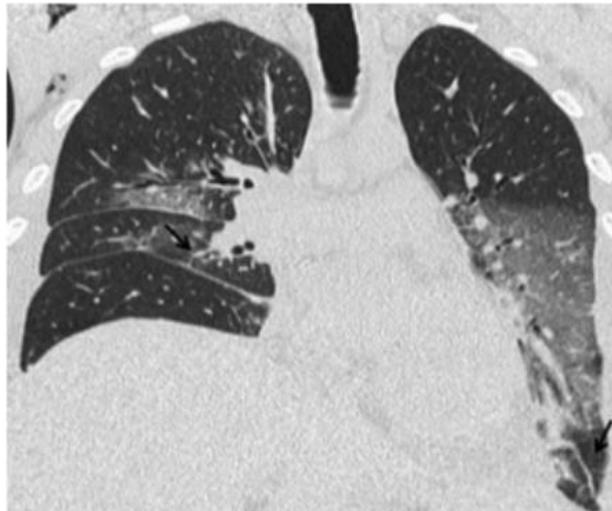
Paciente trasplantado bipulmonar que presenta un rechazo agudo confirmado por BTB (Biopsia Transbronquial). Imagen de TAC con opacidades bilaterales en vidrio esmerilado, engrosamientos septales y signos de pérdida de volumen pulmonar bilateral. (21).*
